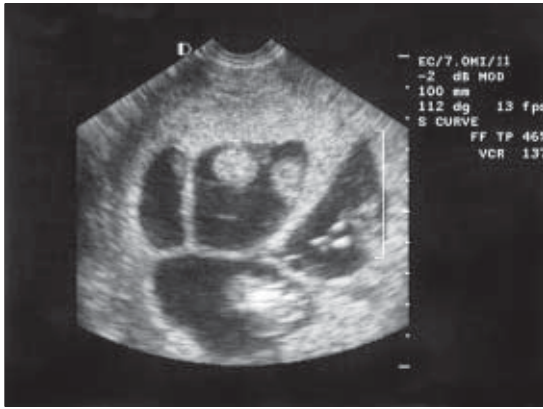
Vista ultrasonográfica de un embarazo quíntuple. Nótese que en uno de los sacos se encuentran dos fetos, cada uno en su cavidad amniótica, por lo que corresponde a una gestación tetracorial-pentaamniótica.
